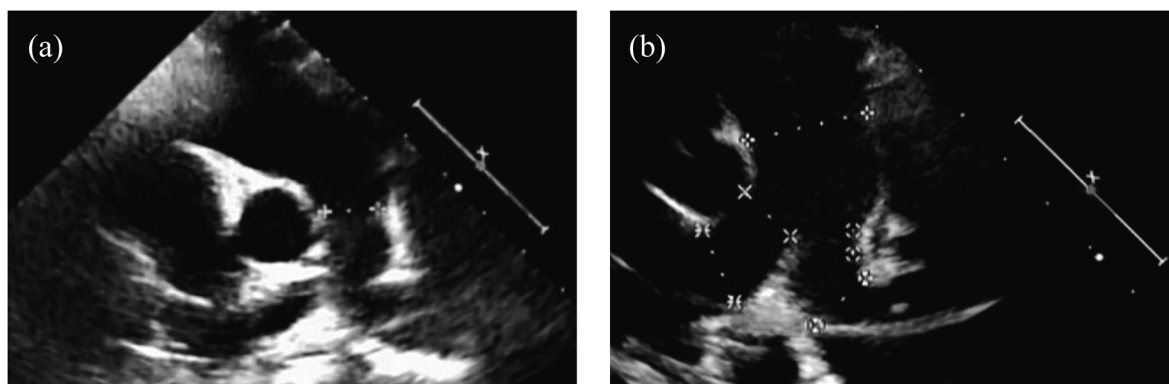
Diameter of main pulmonary valve measured by echocardiogram
